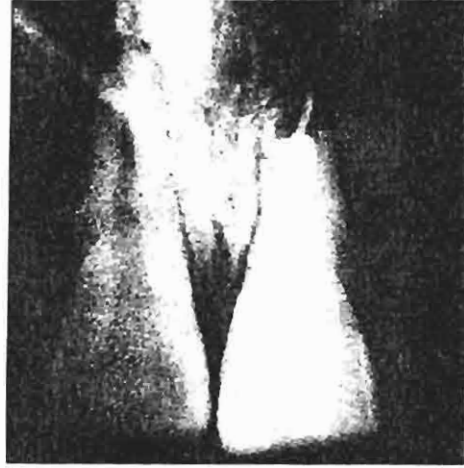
Hastanın tedavi sonrası 3. ay radyografisi.
